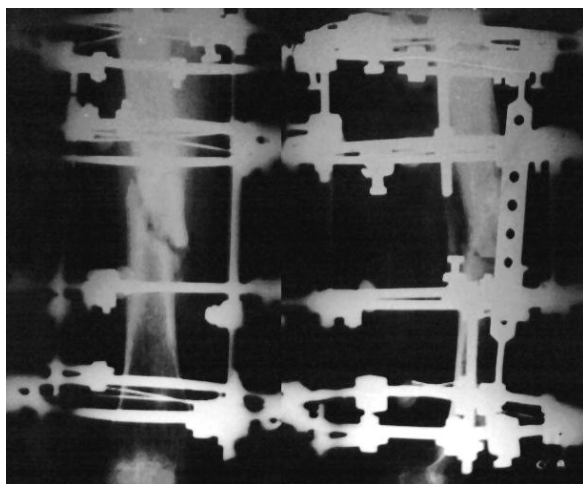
Рентгенограмма больного Я. в процессе фиксации после удаления стержня
